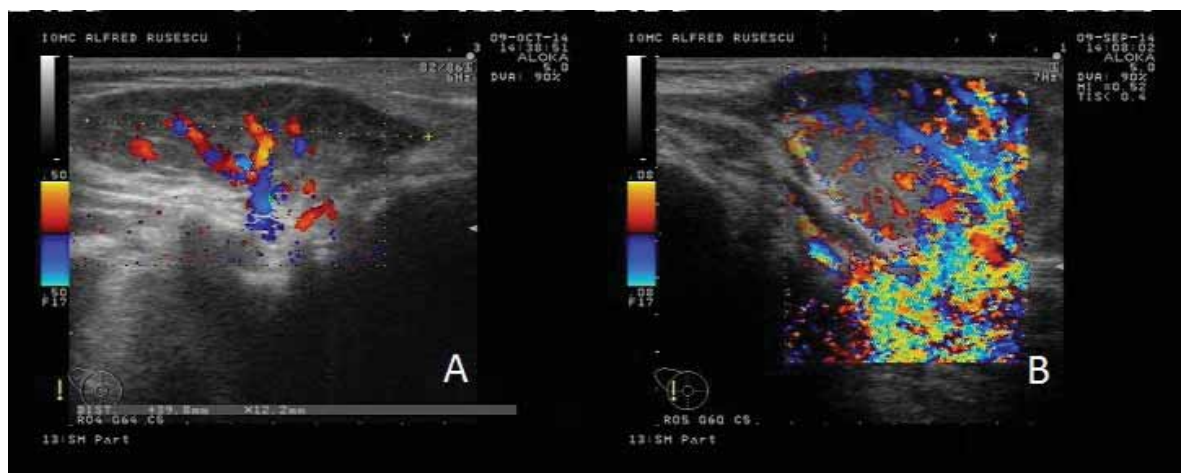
A) Caz 1 – Ecografie realizată la nivelul glandei parotide stângi, ce identifică o masă rotund ovalară, cu diametru de 39,8/19 mm, cu ecogenitate neomogenă, aspect multilobular, semnal Doppler prezent și abundent în interior, cu 2 vase nutritive situate în regiunea profundă. Diagnostic ecografic de hemangiom infantil parotidian B) CAZ 2 – Ecografie lojă parotidiană stângă – formațiune tumorală rotund ovalară, ecogenitate neomogenă, multiseptată, cu diametru de 38,4/22 mm, semnal Doppler prezent în interior, abundent, cu multiple ramificații și cu 2 vase nutritive vizibile în porțiunea profundă cu diametrul de 3-3,5 mm. Aspect ultrasonografic sugestiv de hemangiom
